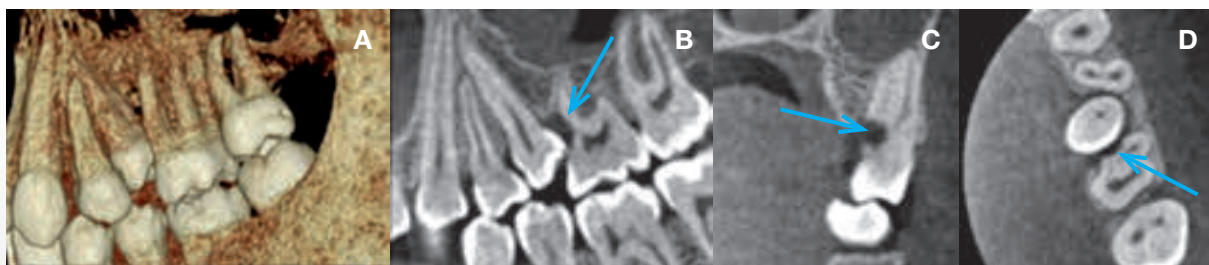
CBCT af semi-retineret +5, som har forårsaget resorption af +6 (pile). A. 3D-model. B. Snit i det sagittale plan. C. Snit i det koronale plan. D. Snit i det aksiale plan.
